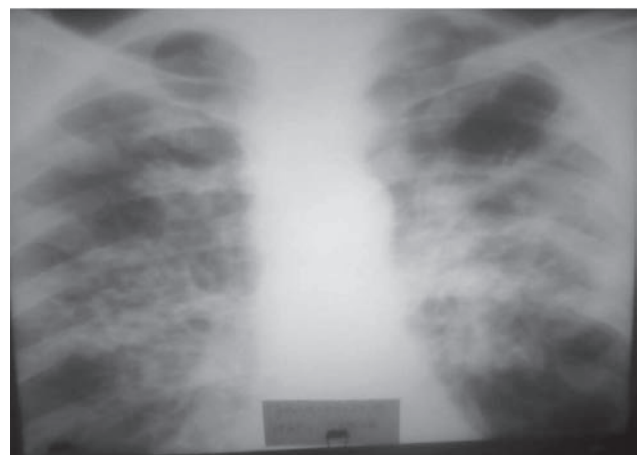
Рентгенограма органів грудної клітки пацієнта В.
